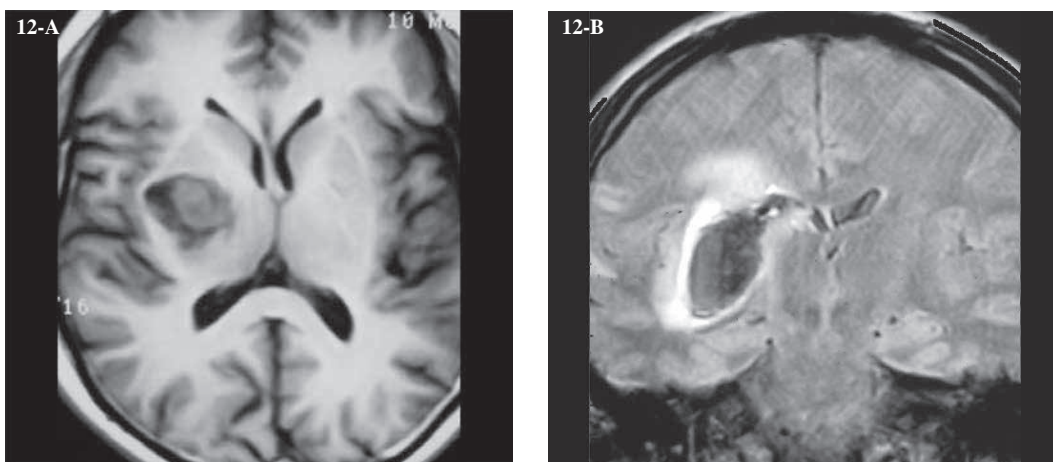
(A y B) Comportamiento de señal en T1 y FLAIR, respectivamente, de un hematoma en etapa aguda localizado en núcleos grises derechos
